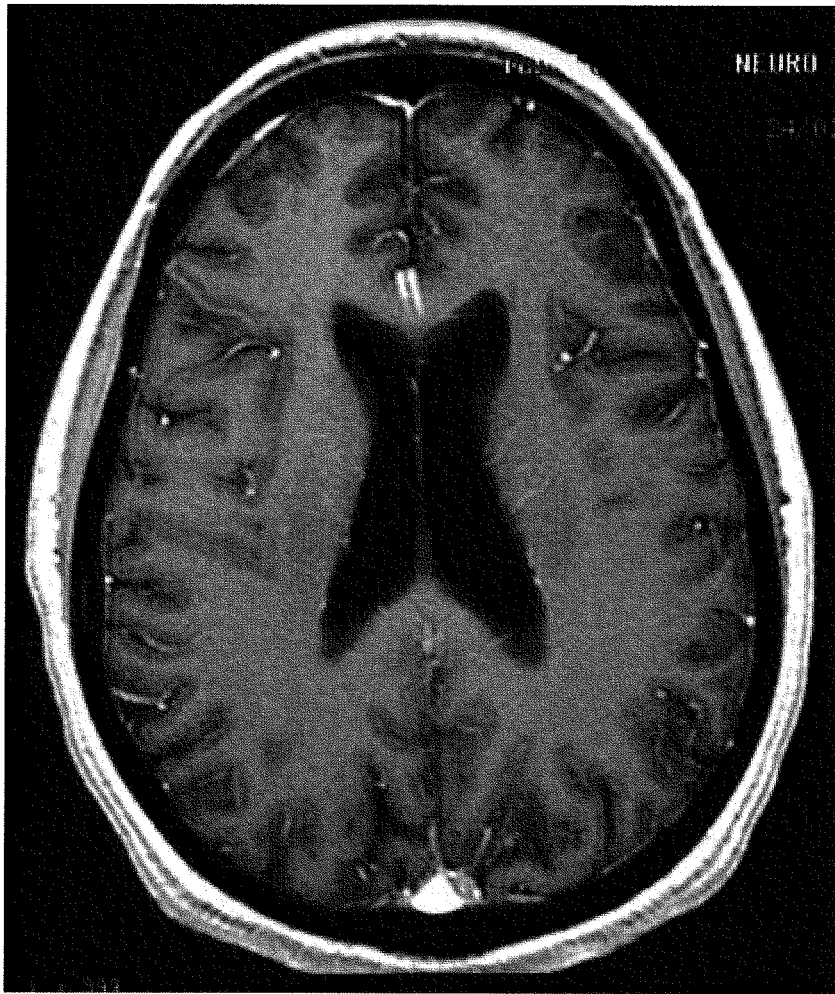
IRM cérébrale de contrôle à 7 mois du début des symptômes
